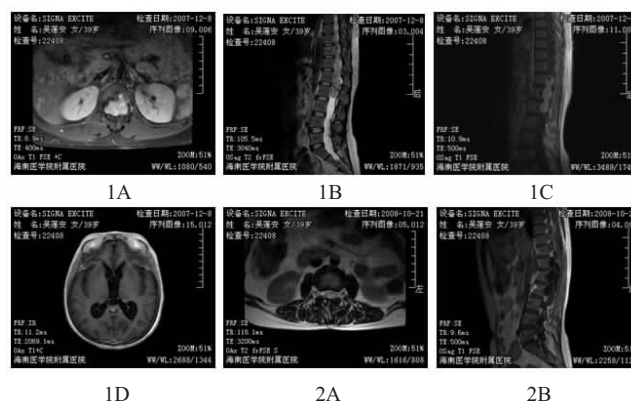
多节段椎管内肿瘤患者术前后 MRI 分析
